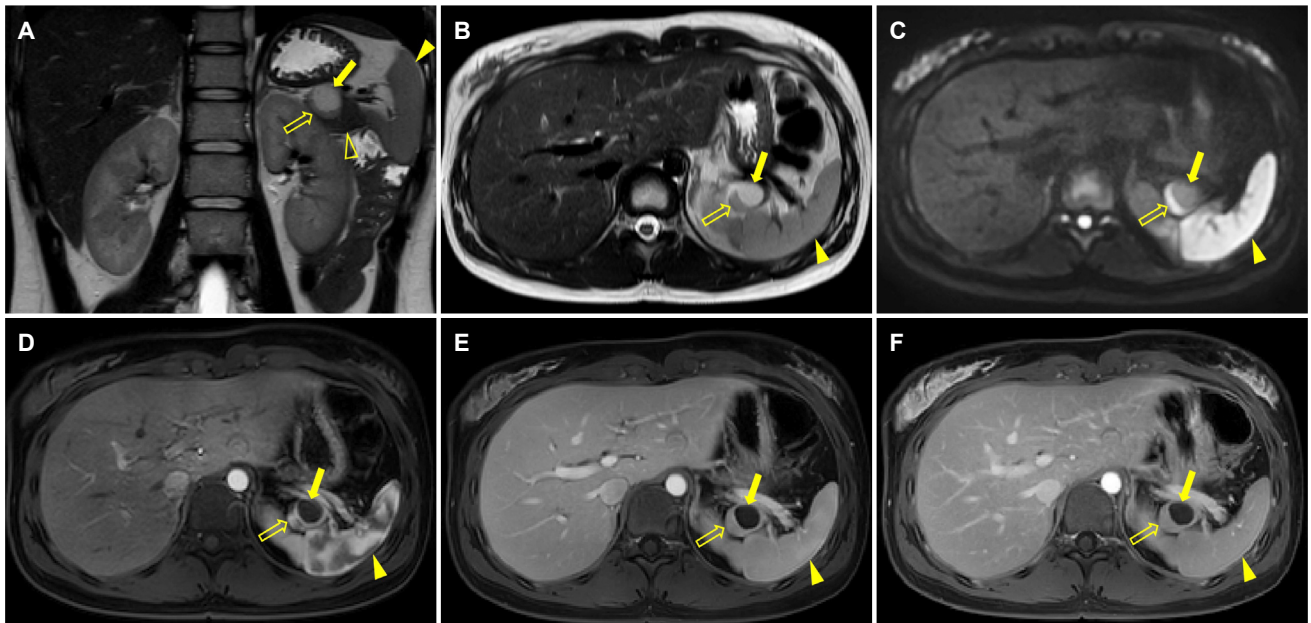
MRI images obtained after 12 months. (A, B) Coronal and axial T2-weighted images show that the cystic lesion (arrow) in the tail of the pancreas increased in size from 1.7 cm to 2.5 cm. There is a solid component (open arrow) around the cystic lesion (arrow). The signal intensity of the solid component (open arrow) is similar to the spleen (arrowhead) but different from the pancreas parenchyma (open arrowhead). (C) Diffusion-weighted image (b-value 800 s/mm²) demonstrates the solid component (open arrow) with similar signal intensity to the spleen (arrowhead). (D) Axial gadolinium-enhanced arterial phase image shows a zebra enhancement pattern of the solid component (open arrow), like the spleen (arrowhead). Note the cystic lesion (arrow) without enhancement in the pancreatic tail. (E, F) On axial gadolinium-enhanced portal venous and 3-minutes delayed phase images, the enhancement of the solid component (open arrow) is similar to that of the spleen (arrowhead).
